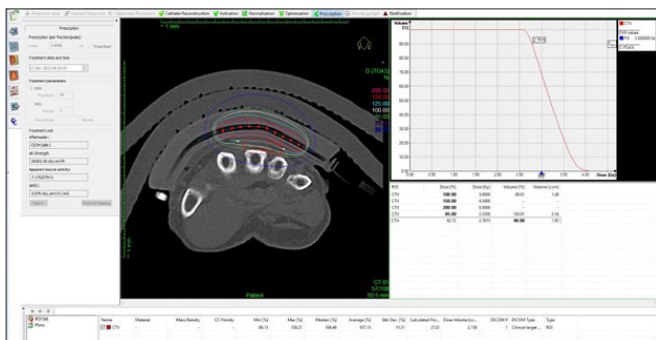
Résultats obtenus suite à la planification. Les images CT montrent que l'applicateur se conforme bien à la peau du patient tout en minimisant les poches d'air.
